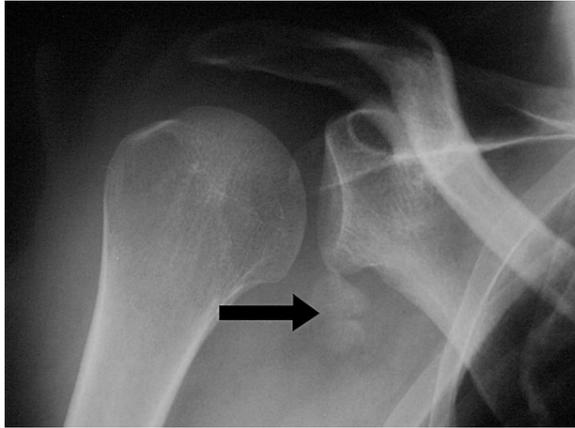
Radiografía en proyección anteroposterior del hombro que muestra un fragmento óseo fraccionado (flecha) que corresponde al troquí avulsionado localizado por debajo del margen inferior de la glenoides.
